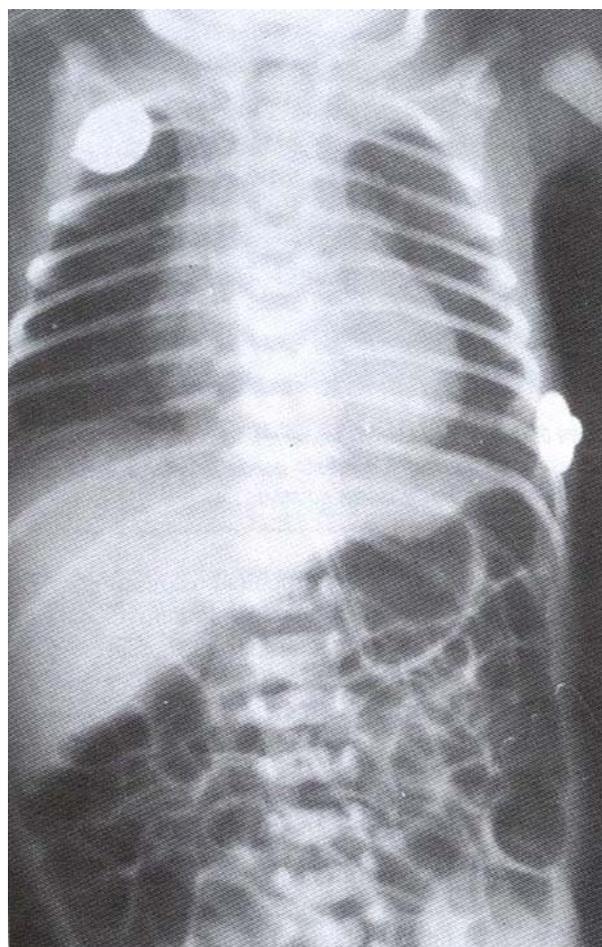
Radiografía toracoabdominal al 2º día de vida (caso No. 1) donde observamos ambos hemitórax aerados y silueta cardíaca de características normales, un catéter percutáneo en brazo derecho enrollado en aurícula derecha el cual posteriormente se retiró 8 cm.
